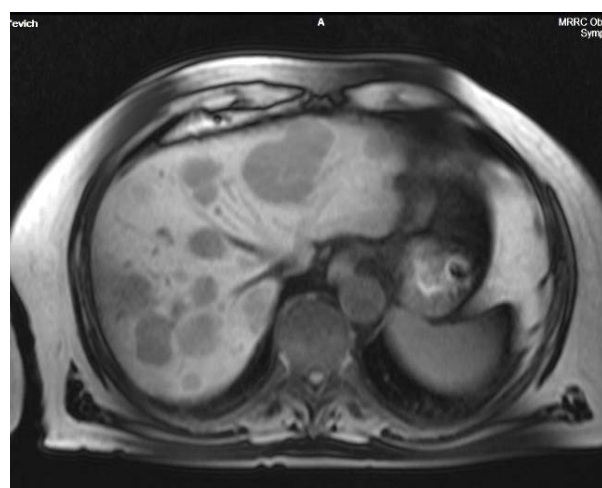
МРТ-картина метастазов в печени.
